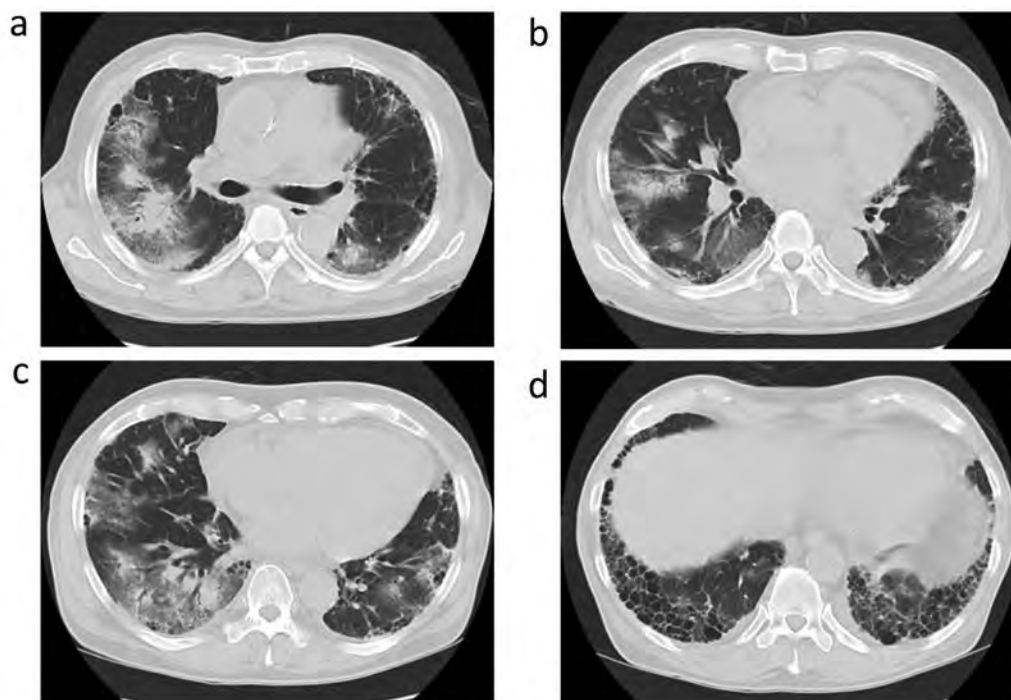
救急外来受診時（X+14日）の胸部CT所見（両肺野、特に右肺野の胸膜下、気管支血管束周囲にすりガラス陰影、およびコンソリデーションを散見する）
